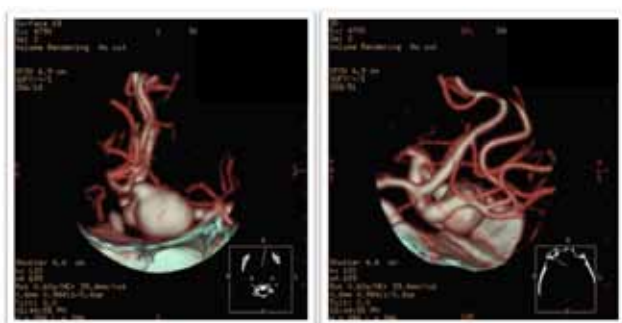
Angiografia por TC com reconstrução tridimensional. Legenda: Aneurisma na dependência do segmento A2 da artéria cerebral anterior esquerda.
